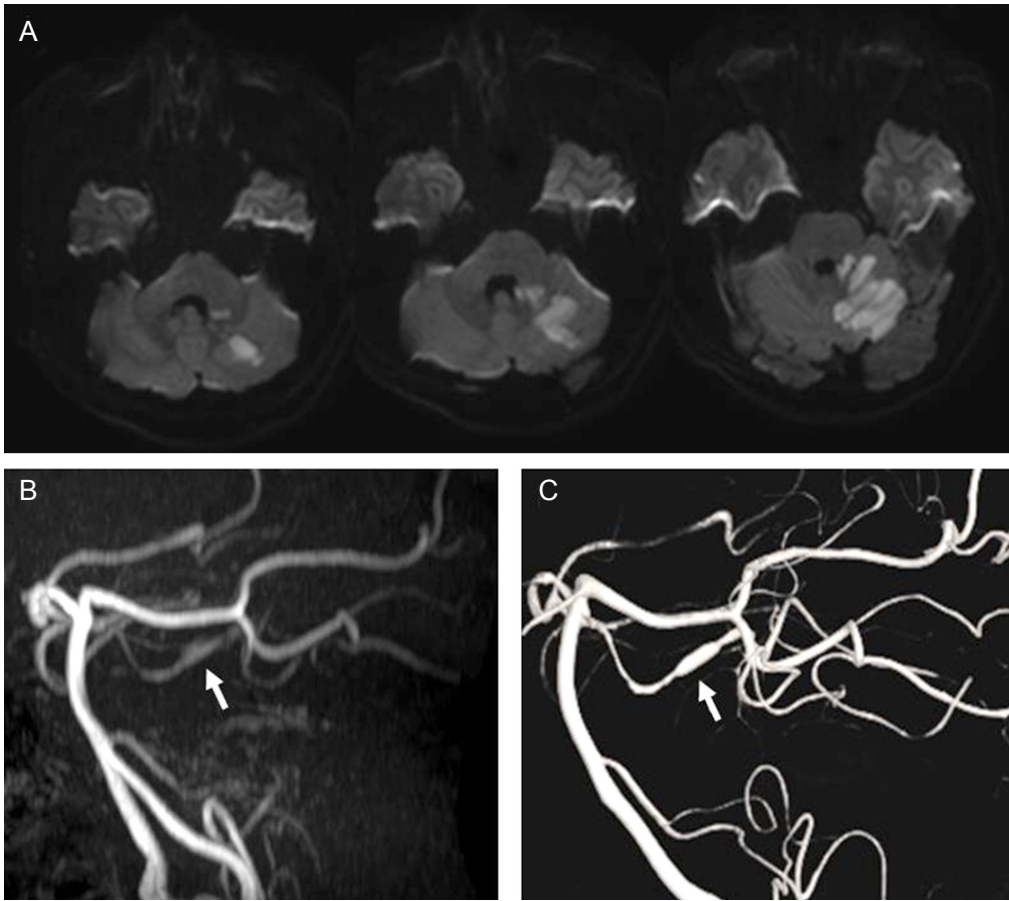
Brain Magnetic resonance image (MRI) and digital subtraction angiography. (A) Diffusion weighted MRI shows left superior cerebellar artery territory infarction. (B) Magnetic resonance angiography (MRA) shows left distal superior cerebellar artery dilatation (arrow). (C) 3D reconstruction digital subtraction cerebral angiography shows fusiform dilatation of left superior cerebellar artery (arrow), suggesting arterial dissection.
